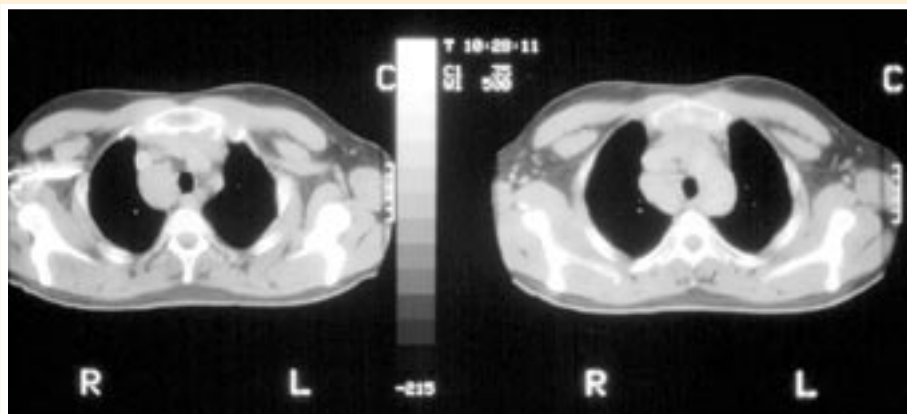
Planos de tomografía computarizada torácica donde se demuestra la patología mediastínica paratraqueal.
